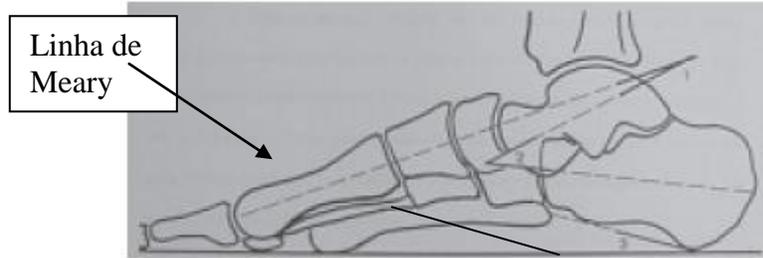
Radiografia do pé em ortostase – perfil (p), mostrando os ângulos: 1) talo-1º metatarsiano (âTIMp), 2) talocalcâneo (âTcp) e 3) inclinação calcâneo-solo (âICS).
